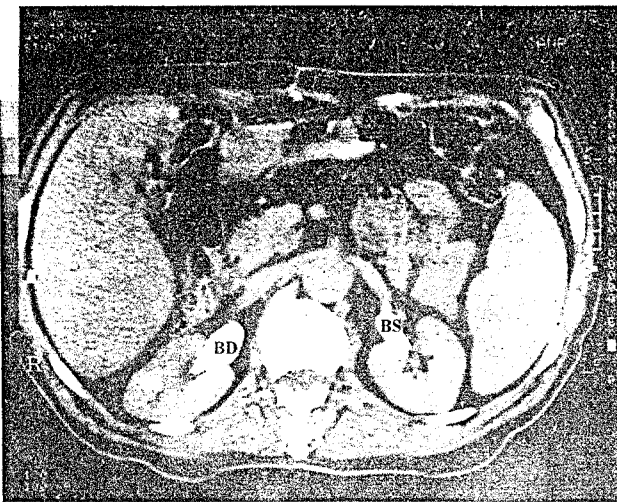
Secțiune tomografică mediorenală cu substanță de contrast administrată intravenos, cu vizualizarea bazinetelor. BS - bazinet stâng, BD - bazinet drept.
